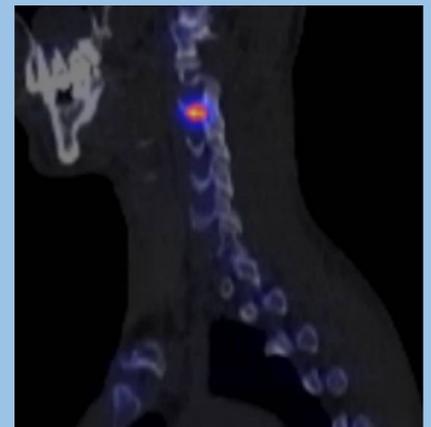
SPEC-TC: osteoma osteoide en articulación interapofisaria de C4
